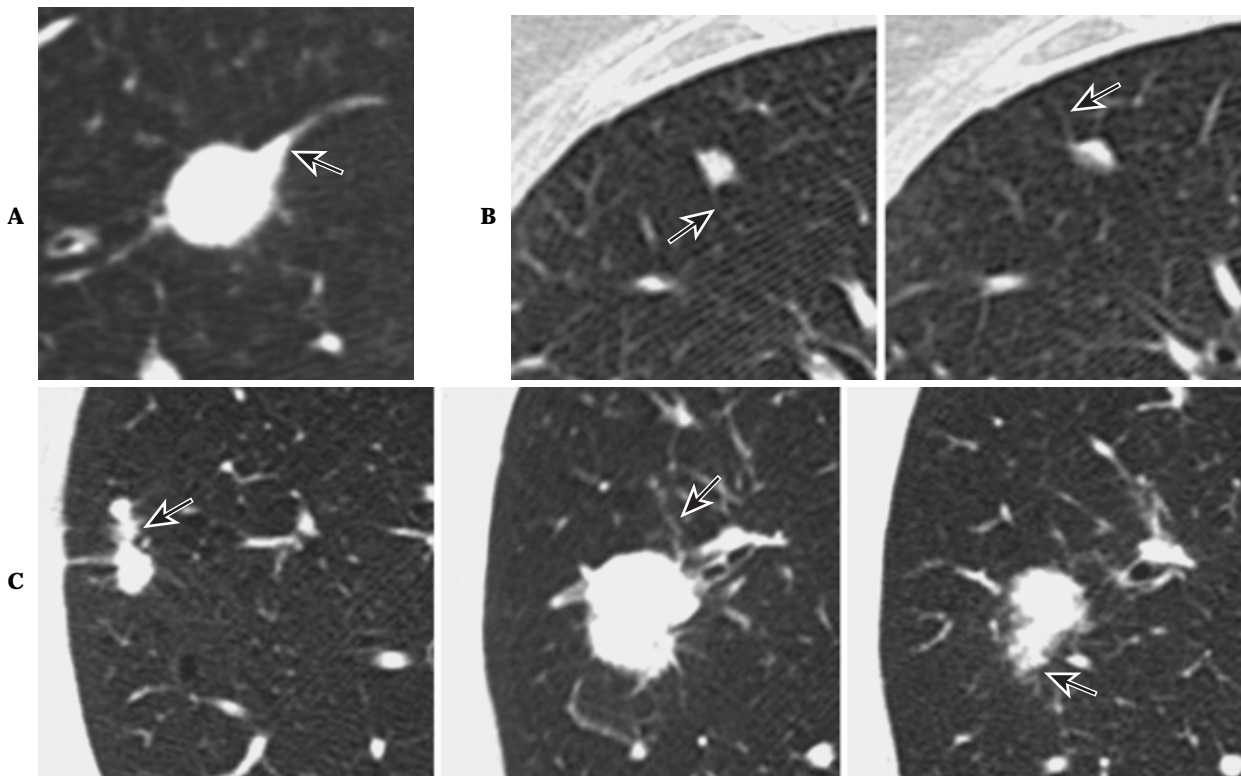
Strand opacification projecting from the nodule. A. Tuberculoma. B. Intrapulmonary lymph node. C. Small cell lung cancer The smooth thickening of the bronchovascular bundles, interlobular septum or distal vessels, which contact with the nodule, is observed in a benign inflammatory nodule such as tuberculoma (A) or an intrapulmonary lymph node (B) Note that the nodule does not contain notching or fine spiculation. The long strand opacities are irregular and accompany HRCT findings of fine spiculation or notching in a malignant nodule (C)
